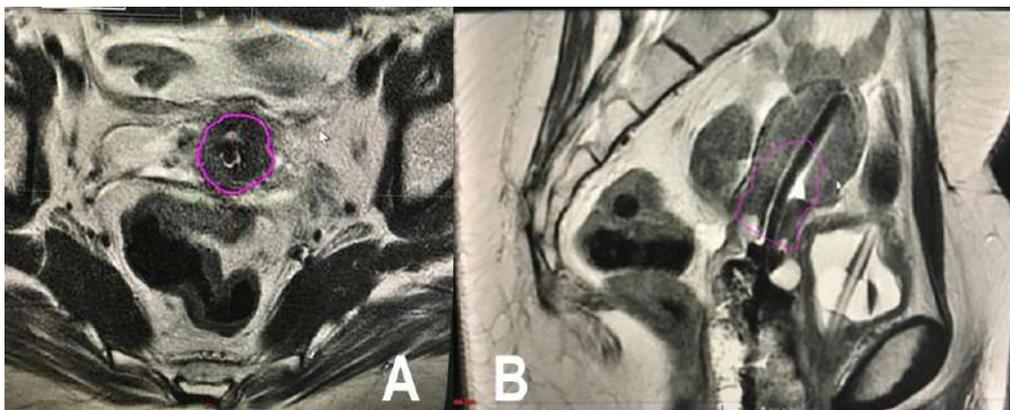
Describe la delimitación del CTV HR de la paciente anterior en la primera aplicación de braquiterapia. RM T2w. Imagen A: corte axial; imagen B: corte sagital. Se observa cuello uterino de menor tamaño, con intensidad intermedia baja y con tándem central en el interior de borde hiperintenso. Hacia anterior se observa nítidamente pared vesical con vejiga colapsada y sonda Foley en su interior. Hacia posterior se identifica el tabique rectovaginal y la pared rectal. Volumen del CTV HR=18 cc.
